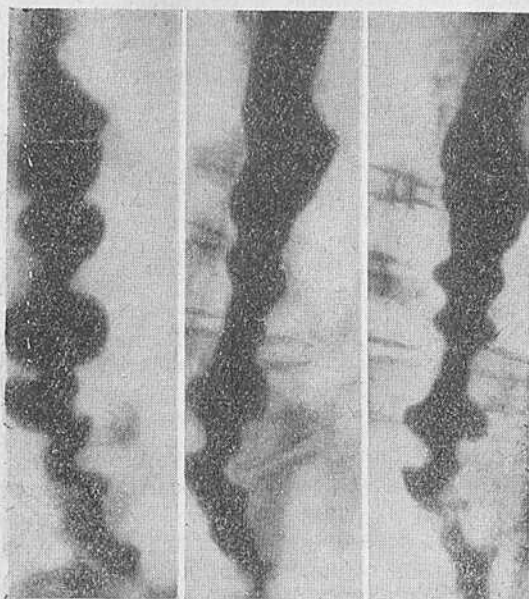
Больная В. Штопорообразный сегментарный спазм. Рентгенограммы пищевода.
